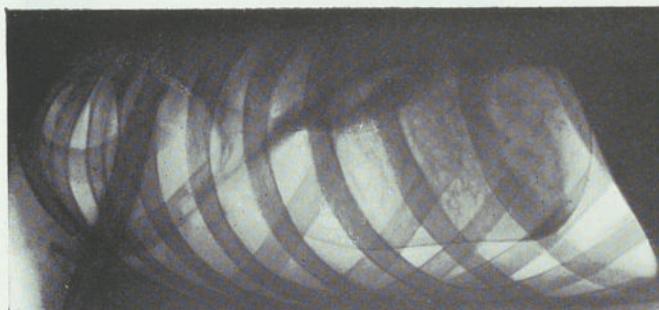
Radiografía del 2-X-37.
